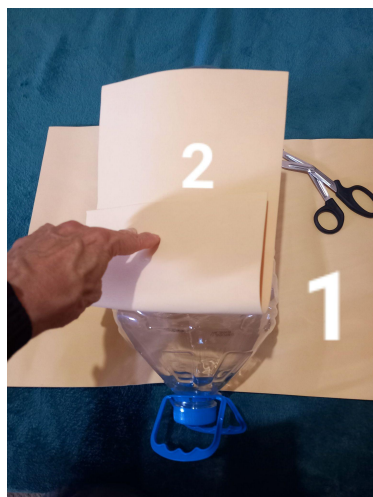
Detalhe da tesoura a ser usada para o corte de $\frac{1}{3}$ de uma folha EVA padrão (peça 2), uma folha EVA padrão inteira (peça 1), e a garrafa PET para servir como medida para a próxima etapa.
